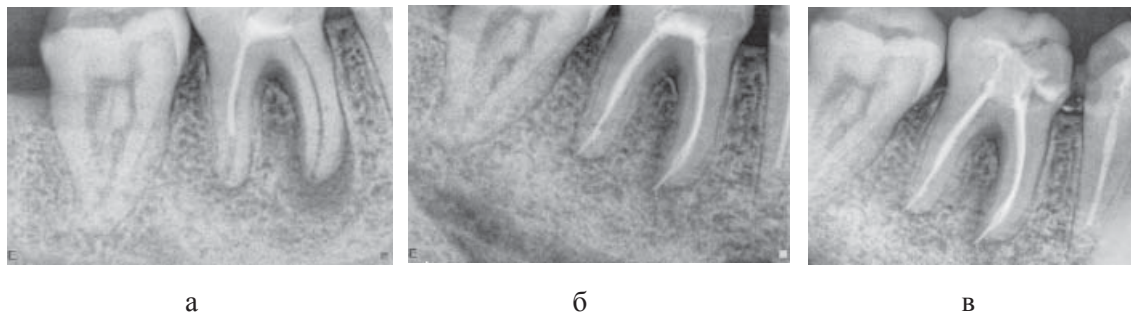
Рентгенограмма пациента Ш. Диагноз: хронический гранулематозный периодонтит 46 зуба:
